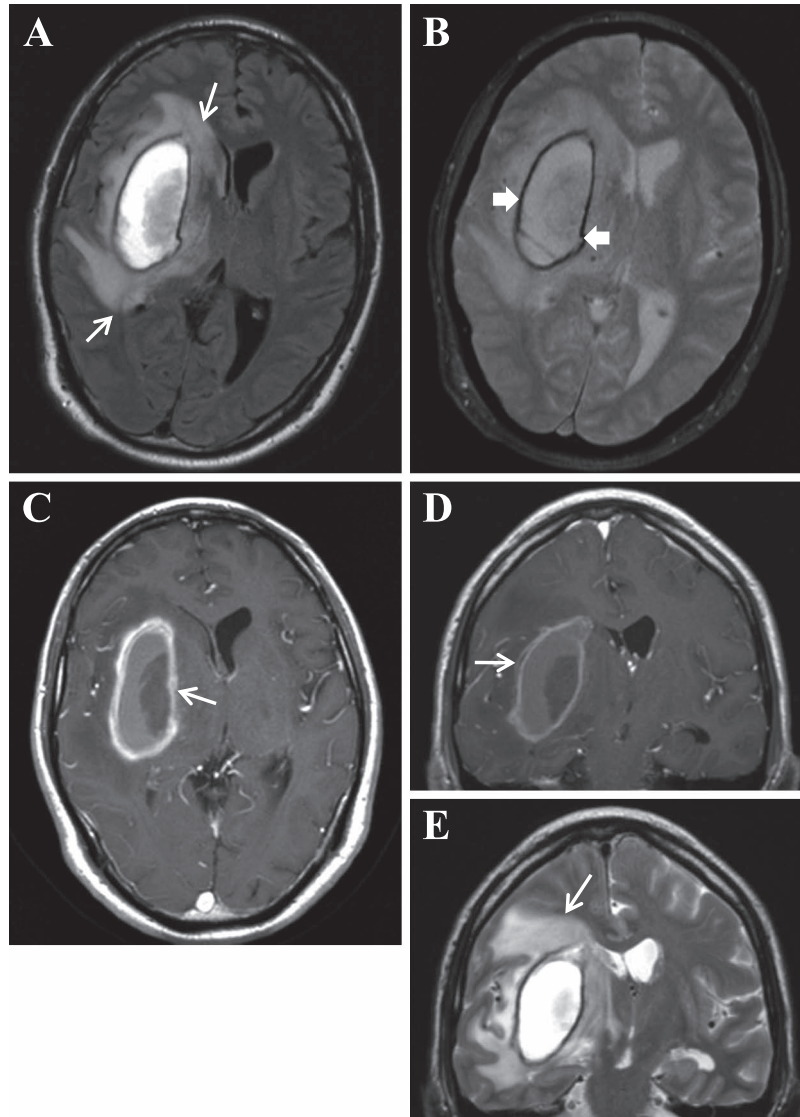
Brain MRI of Case 1.
